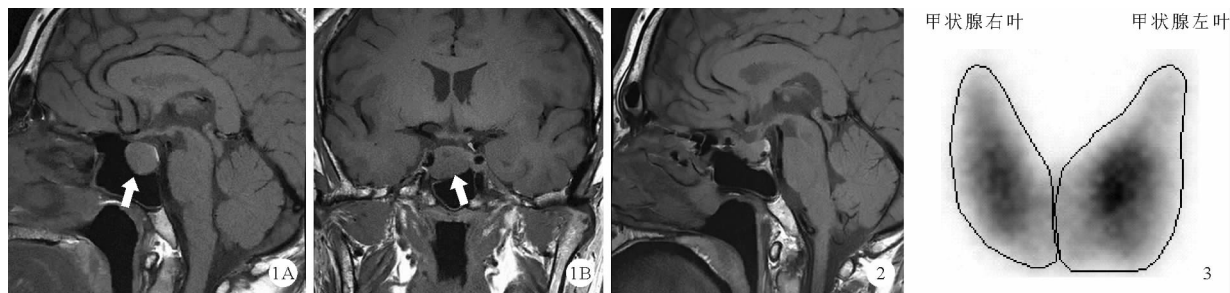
2021年8月23日我院垂体MRI增强检查结果:垂体窝内病灶,如箭头所示;A:矢状位,B:冠状位(T1加权像) 图2 2021年12月30日(术后3个月)我院复查垂体MRI增强结果 图3 2022年5月30日(术后8个月)我院复查甲状腺ECT结果
